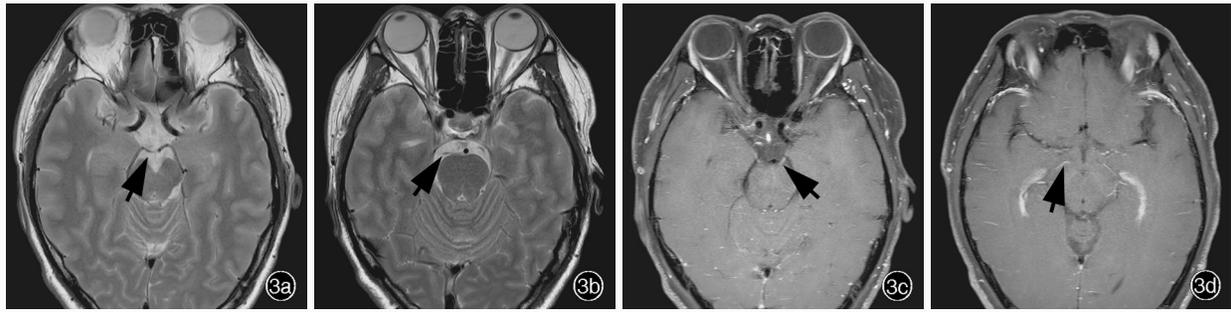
头部MRI检查所见(例2) 3a,3b 横断面T<sub>2</sub>WI可见双侧动眼神经走行正常,未见增粗和信号异常(箭头所示) 3c,3d 横断面增强T<sub>1</sub>WI抑脂像可见双侧动眼神经强化(箭头所示)
